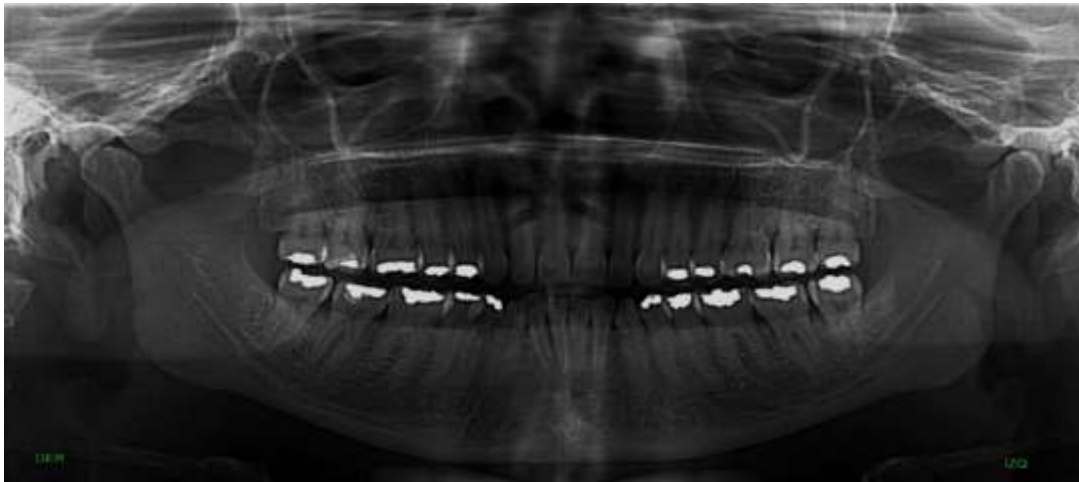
Ortopantomografía inicial. Se evidencia tercer molar mandibular izquierdo en posición vertical (Winter). Clase I posición A.
